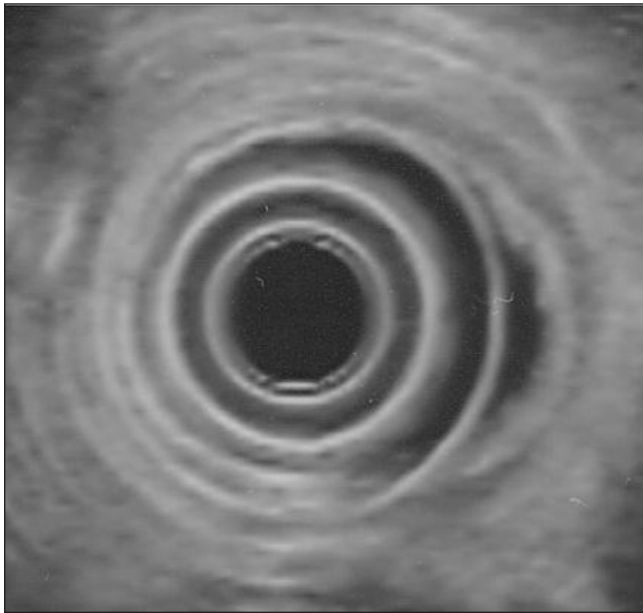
Liquen plano con afectación esofágica antes del tto. con corticoides: imagen de ultrasonografía endoscópica (pared esofágica conservada y deflecamiento de la mucosa).
